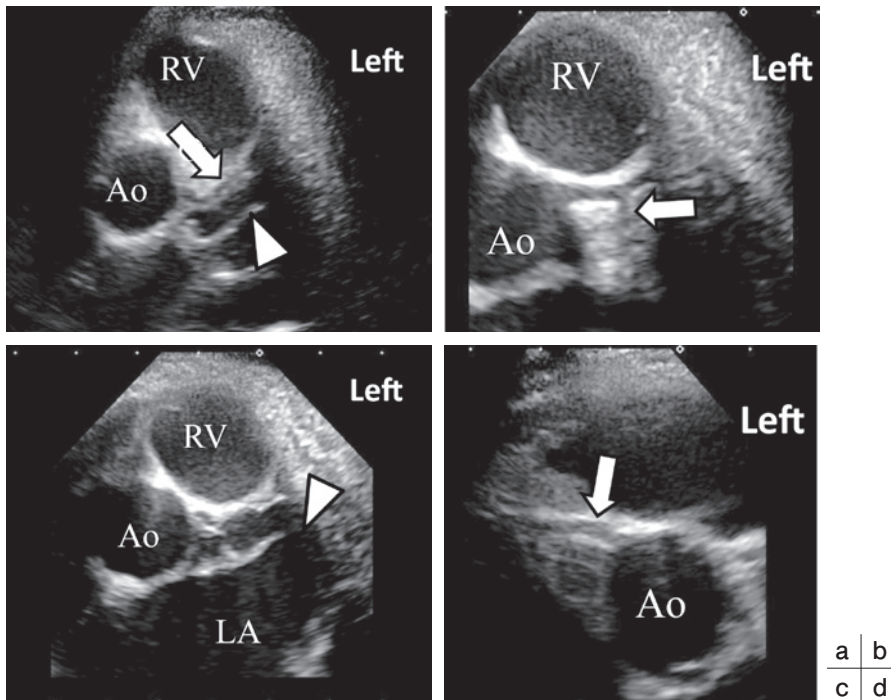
Echocardiographic findings
